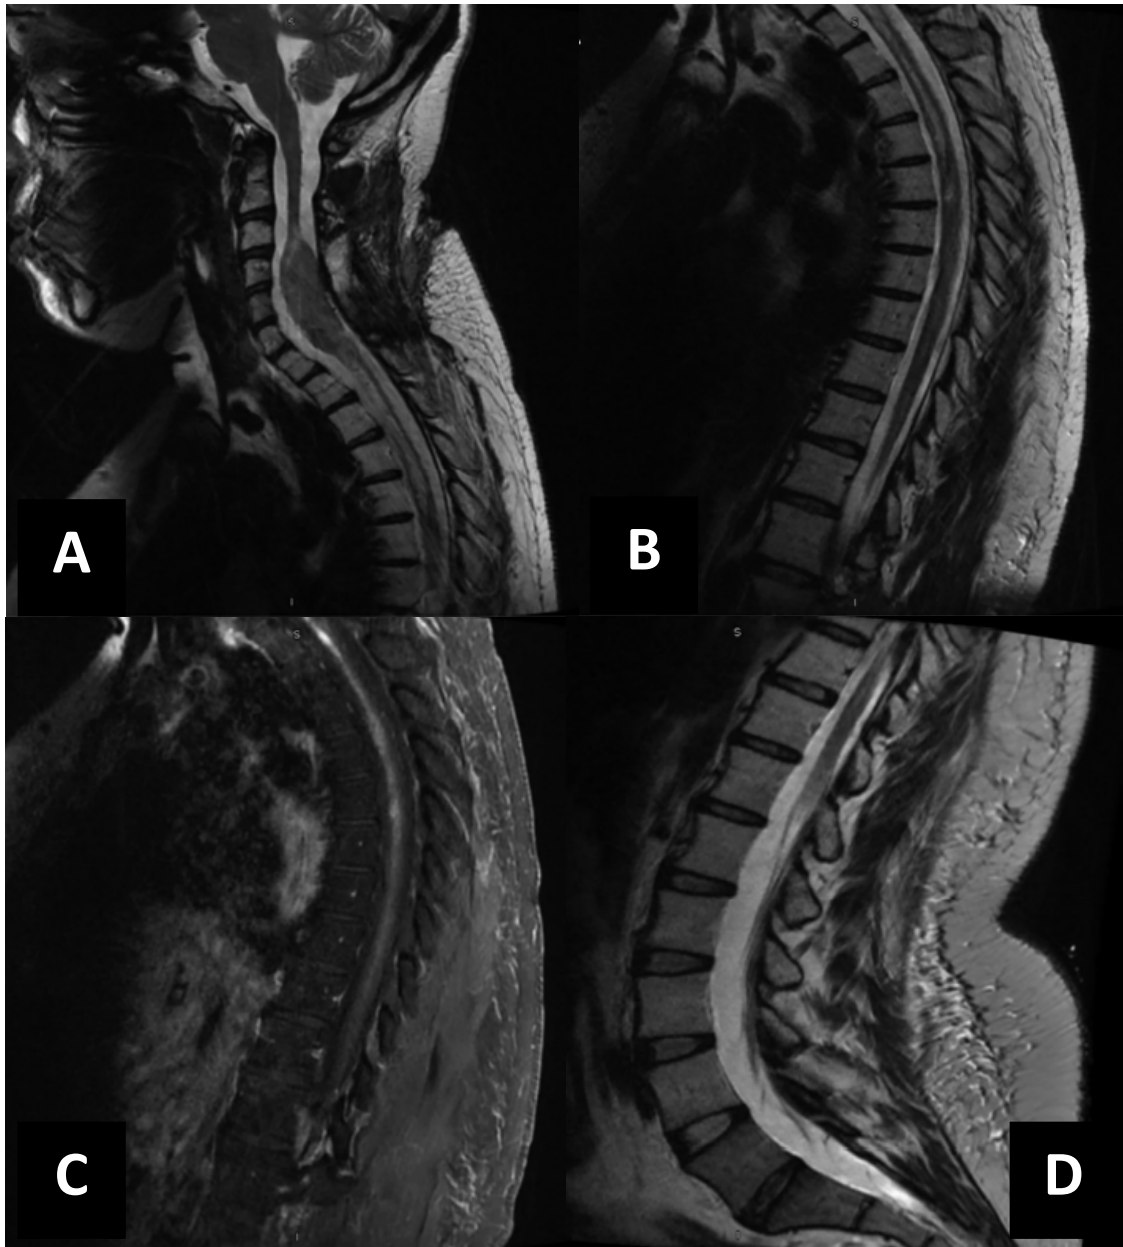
IRM médullaire en coupes sagitales du rachis cervical en séquence T2 (A) du rachis thoracique en séquence T2 (B) et T1 injectée (C) et du rachis lombaire en séquence T2 (D) objectivant une masse intra durale en hyper signal T2 qui se rehausse après injection du gadolinium étendu de C4 au cone médullaire. [95]
